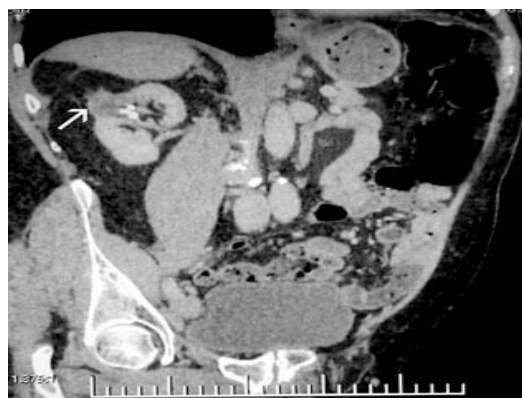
Мультиспиральная компьютерная томография через 1,5 года.
